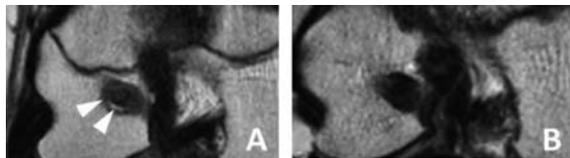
MRI冠状断におけるPL骨孔内高輝度像の有無: A. あり(矢印), B. なし
